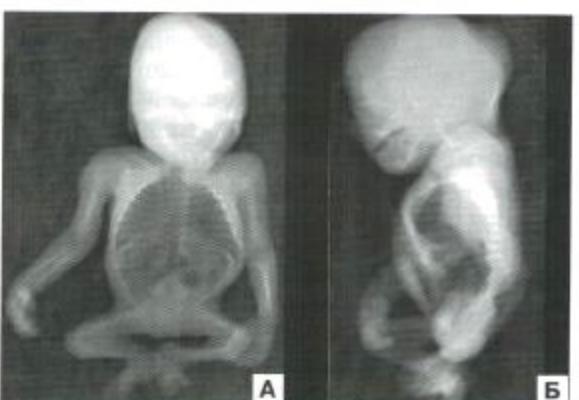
Рентгенограммы плода с СКР. А – вид спереди, Б – боковая проекция.
